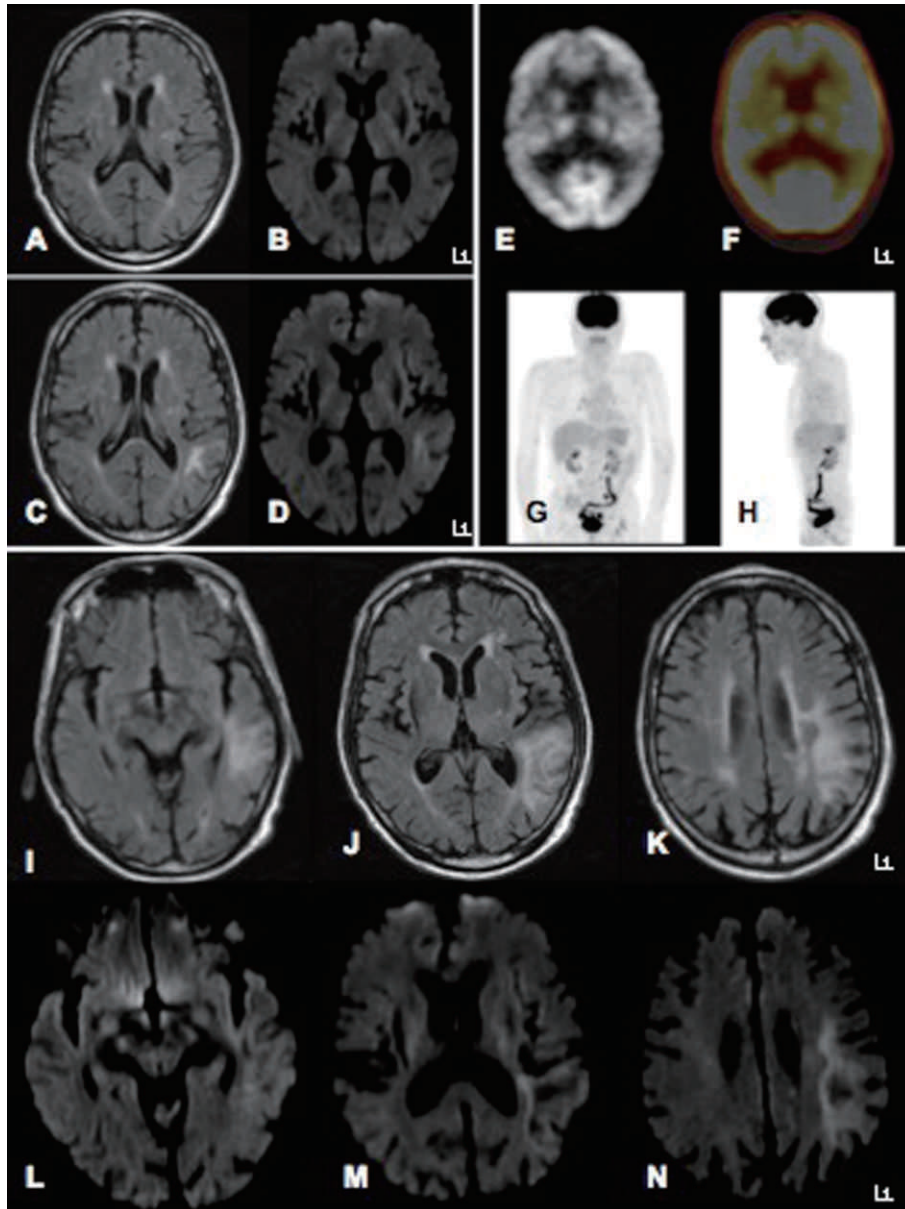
症例1, 200X-1年MRI FLAIR (A), 拡散強調画像 (B), 200X年6月MRI FLAIR (C), 拡散強調画像 (D), FDG-PET/CT (E, F), FDG-PET/CTの全体像 (G, H), 200X年9月MRI FLAIR画像 (I, J, K), 200X年9月MRI 拡散強調画像 (L, M, N)
